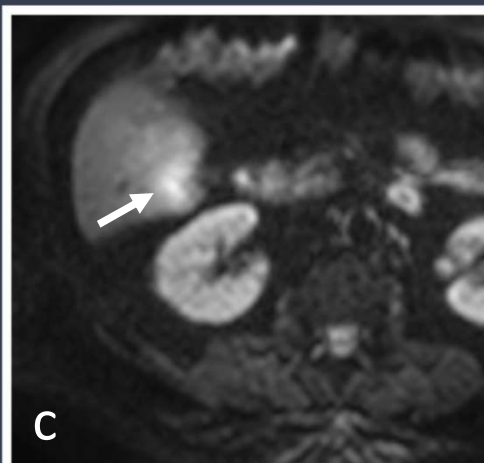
(a) Imagen axial potenciada en T2 con saturación grasa que demuestra un leve engrosamiento parietal con hiperseñal intramural (flecha), en correlación con los hallazgos sugestivos de colecistitis observados por TC. (b) Imagen axial potenciada en T2 que muestra la lesión focal de márgenes engrosados en segmento VI. (flecha)
